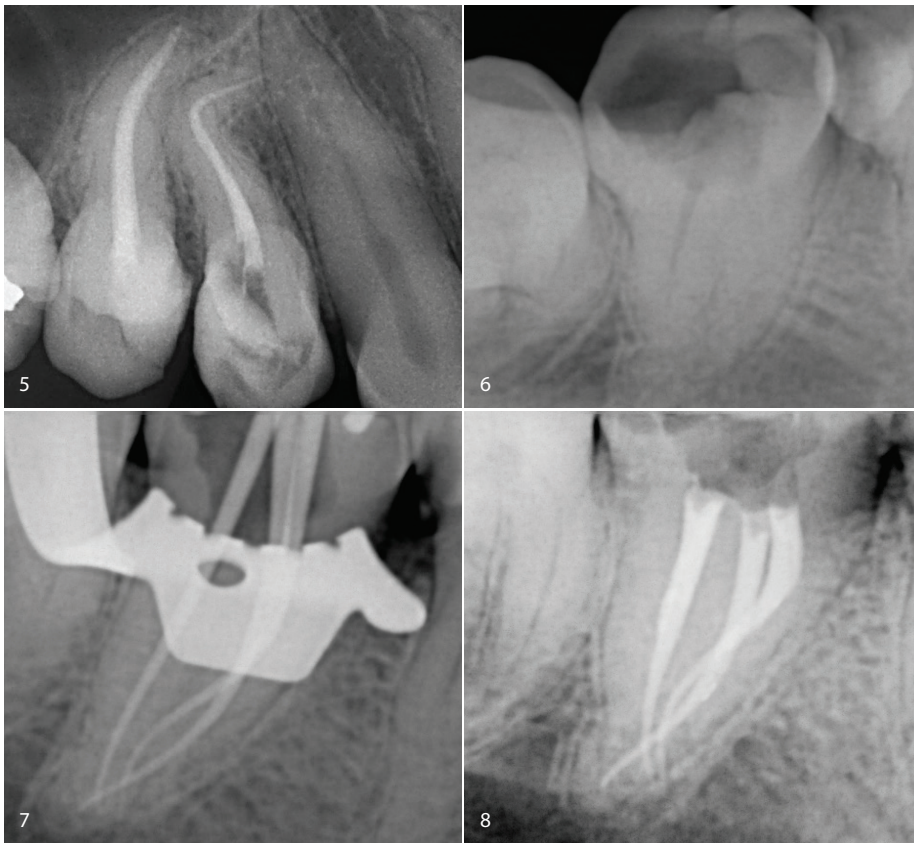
Postoperatives Röntgenbild, Fall 1. Abb. 6: Präoperative Röntgenaufnahme des Molaren, Fall 2. Abb. 7: Überprüfung der Passgenauigkeit, Fall 2. Abb. 8: Postoperatives Röntgenbild, Fall 2.
